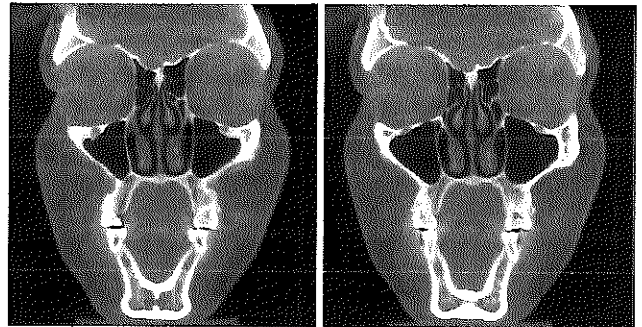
Tomografía corte coronal que muestra la fenestración radicular de los molares superiores.
